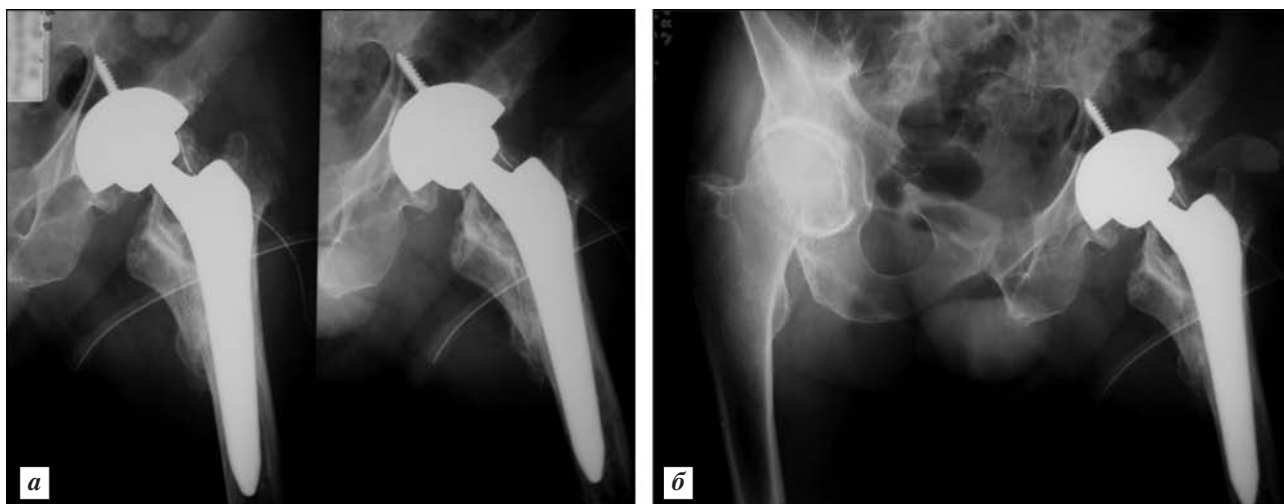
Рентгенограммы левого тазобедренного сустава того же больного М., 75 лет. Выполнено тотальное эндопротезирование левого тазобедренного сустава протезом фирмы «Zimmer» (чашка «Continuum», ножка «Alloclassic»); правильное и стабильное положение эндопротеза
